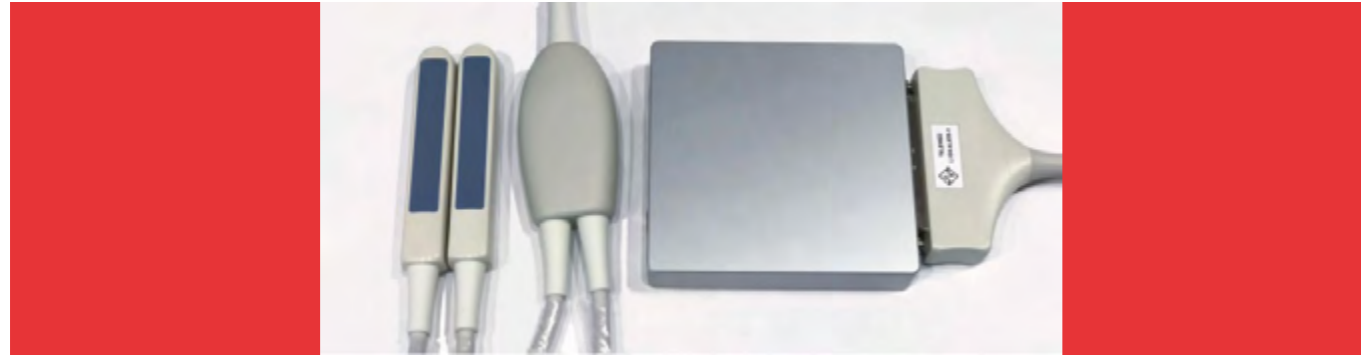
Ecografo Telemed MicrUs EXT-1H rev.D, con doppia sonda
